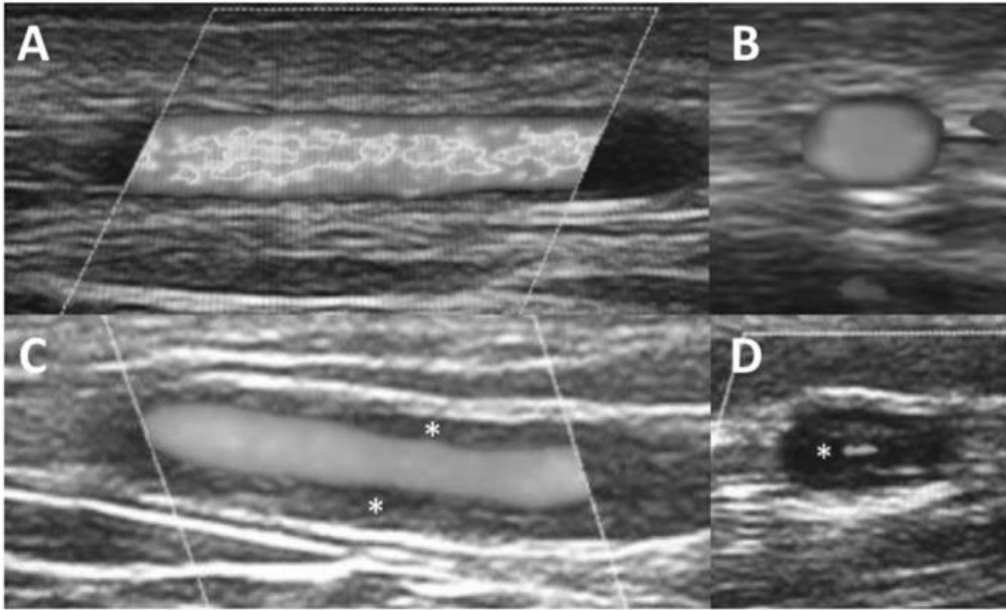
These are Temporal artery ultrasound images showing (a) longitudinal and (b) cross sectional images of a normal artery; (c) longitudinal and (d) cross section image of the non-compressible, hypoechoic “ halo sign ” (white asterisks)
